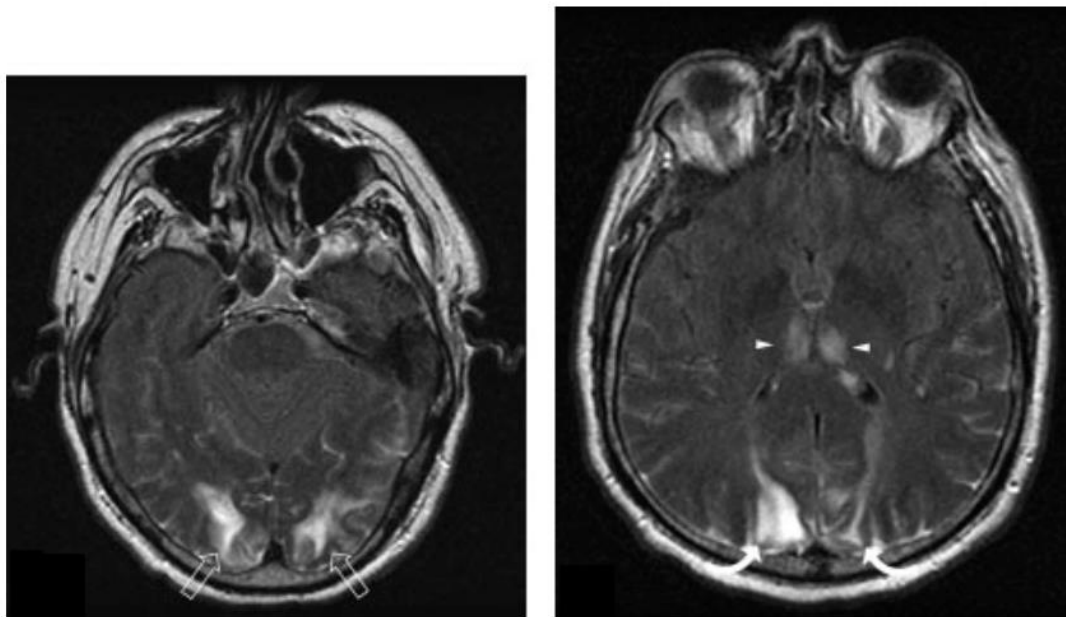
RM-CE (sequência FLAIR) onde se observa edema vasogênico presente nos lobos occipitais (esquerda) e na região parietal (direita) bilateralmente. Esta distribuição representa o padrão parietal-occipital dominante, inicialmente considerado o padrão típico da PRES.
